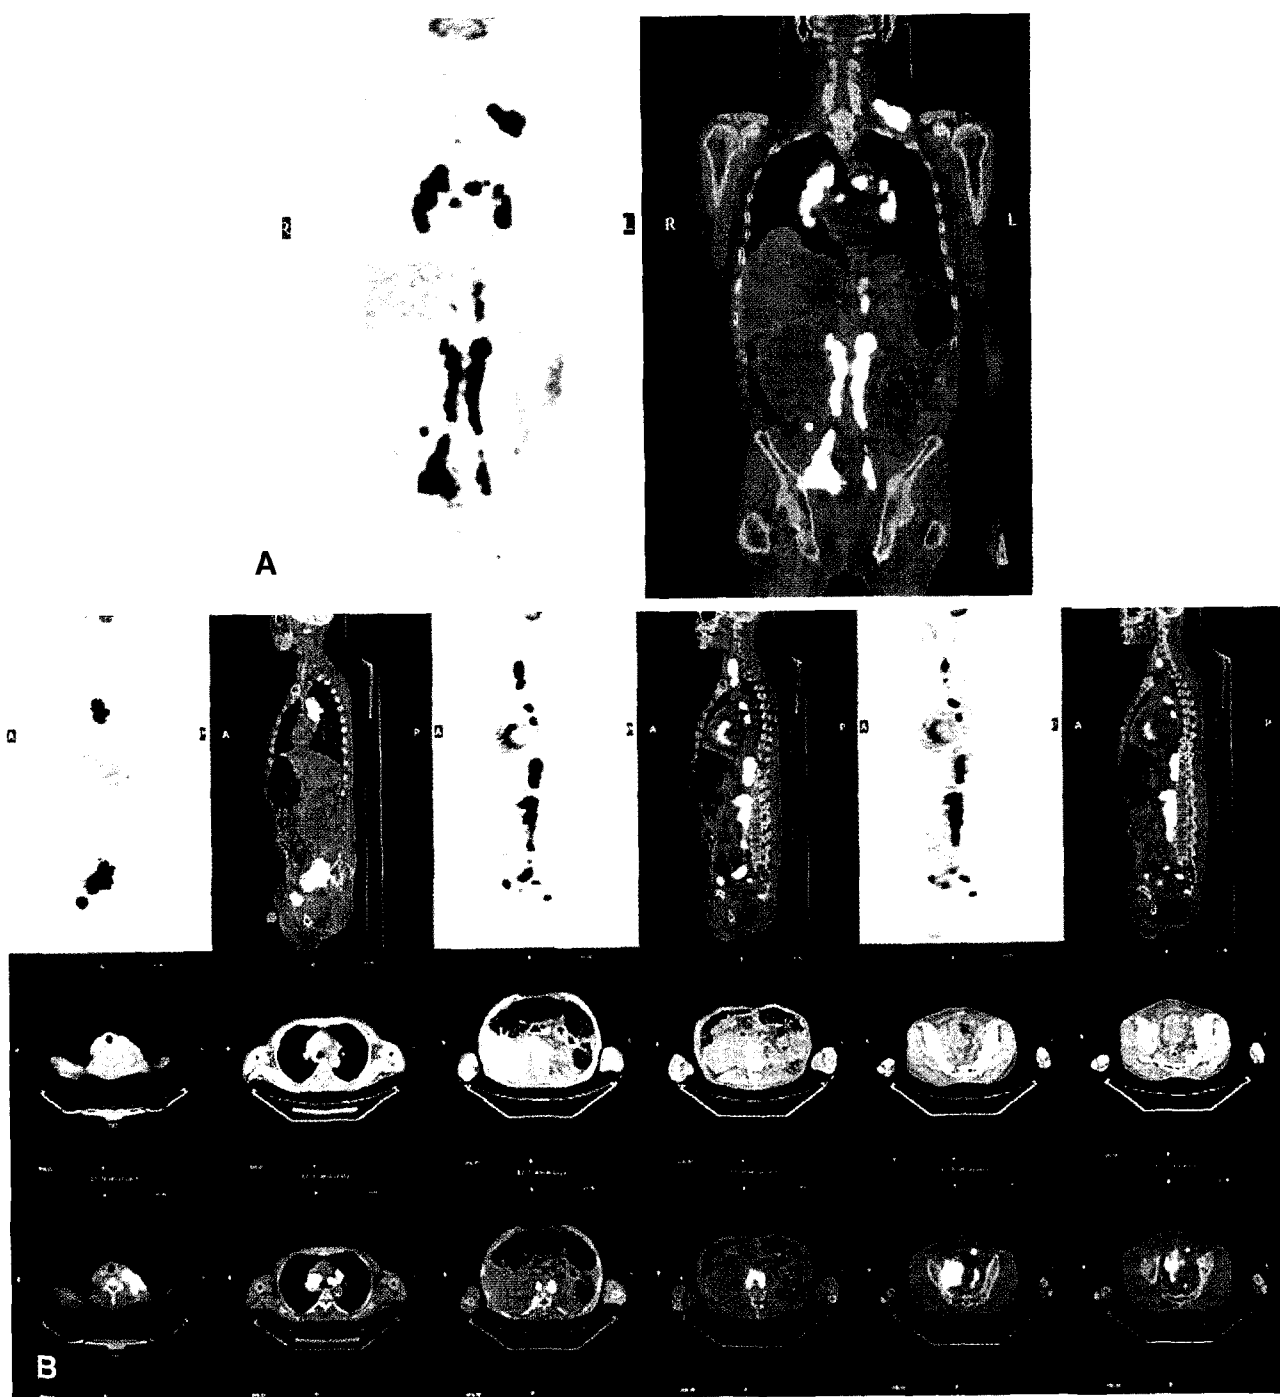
F-18FDG PET/CT showed multiple metastasis of left supraclavicular, hilar, mediastinal, para-aortic, inguinal, right iliac lymph nodes, vertebrae, and pelvis (A-B).
